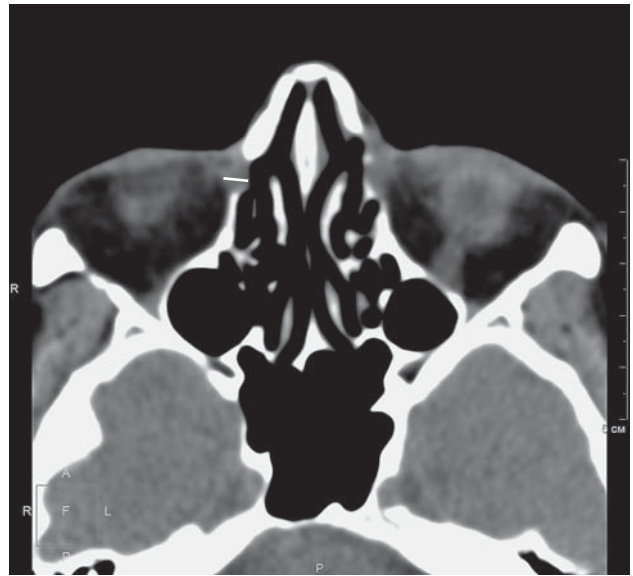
Компьютерная томограмма орбит в аксиальной проекции без контрастного усиления. Продемонстрирован порядок морфометрии слезных мешков: белой сплошной линией указана средняя ось (ширина) слезного мешка справа.
